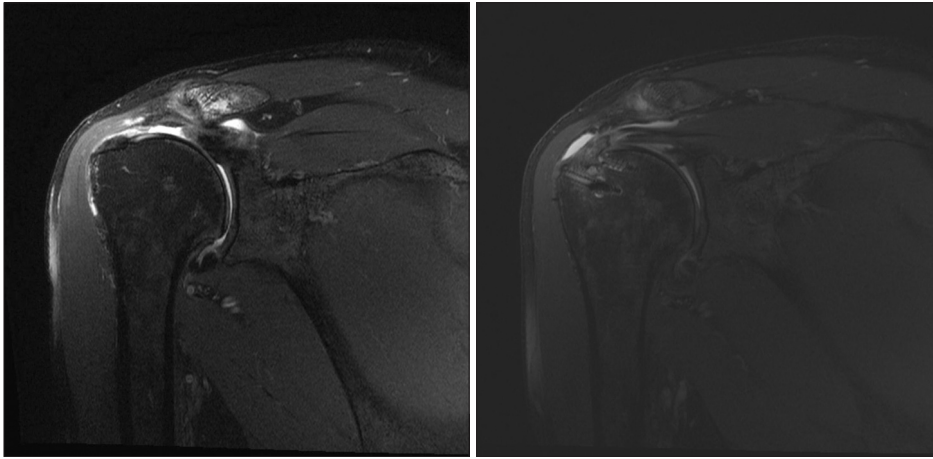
Preoperative and postoperative outcomes on magnetic resonance imaging findings.
